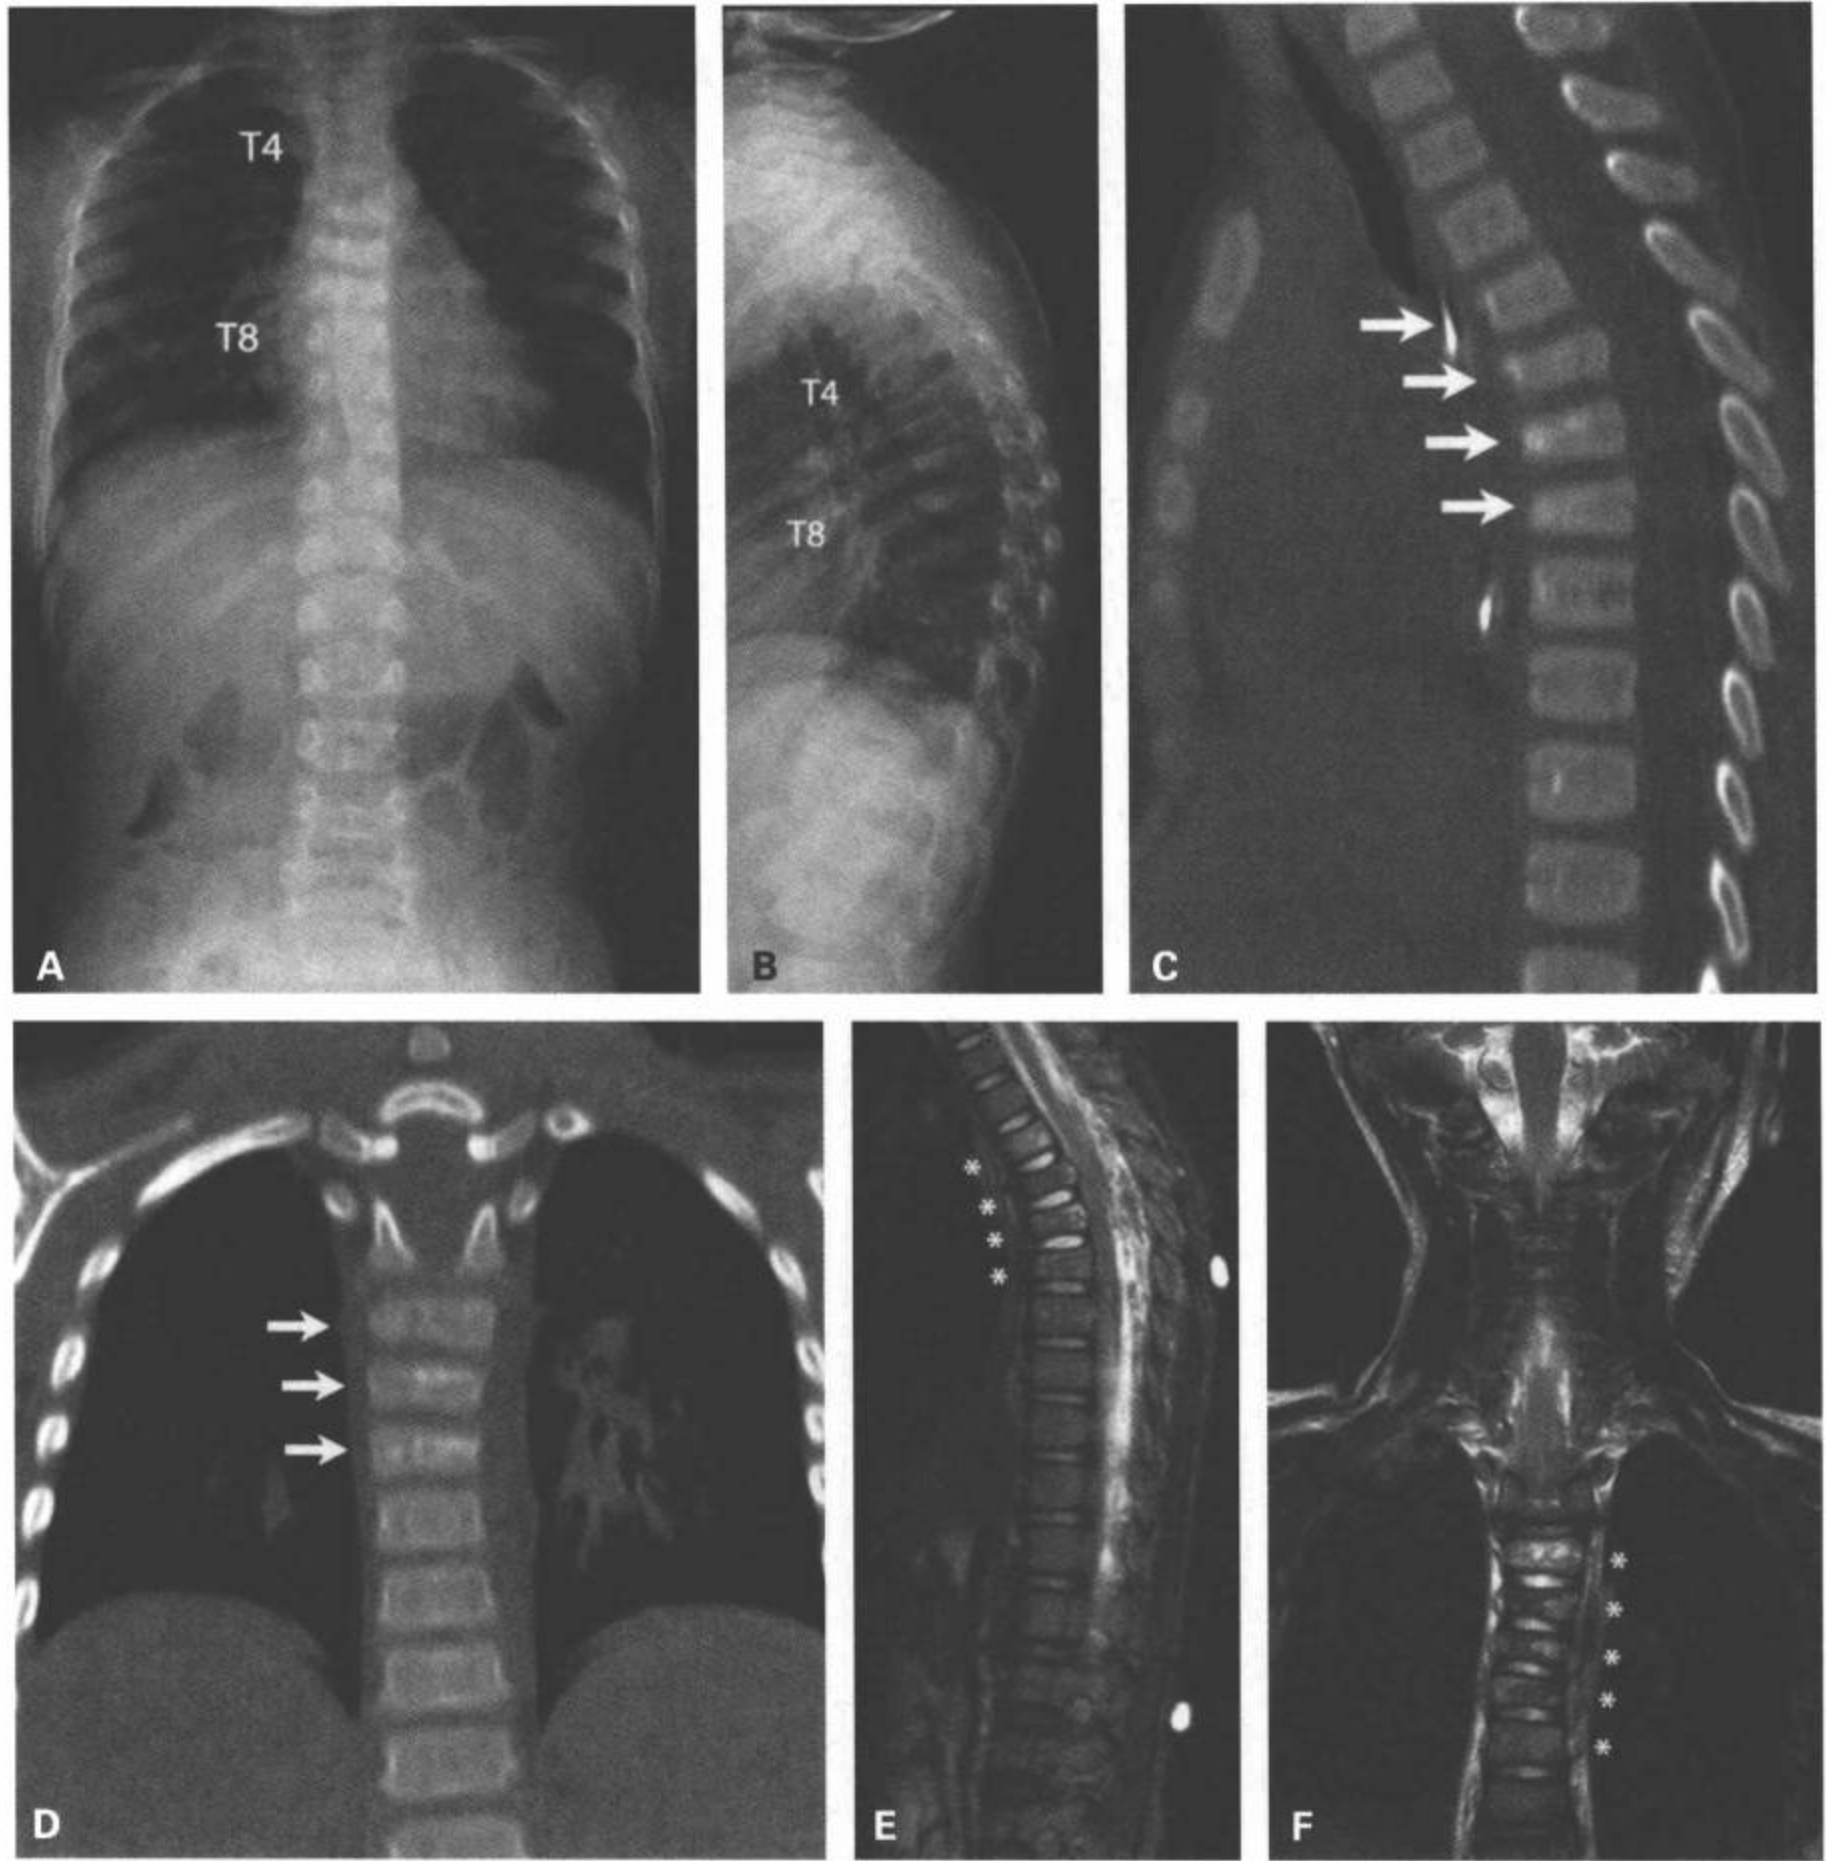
胸椎中部骨折。2岁的病人，从12级台阶上跌落后的状态。胸椎前位（A）和侧位片（B）显示从T4到T8的中部椎体高度减低。CT矢状面重组（C）和冠状面重组图像（D）上再次证实。矢状面T2加权像（E）和冠状面T2加权像（F）上显示椎体骨髓水肿和高度减低（标记异常椎体水平的星号）。
